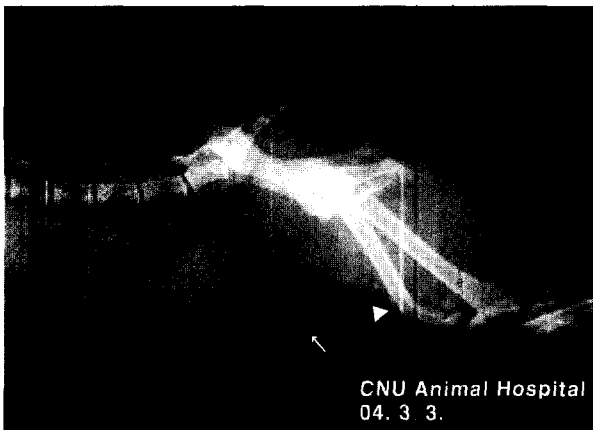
A right lateral abdominal radiograph was shown that 3 calculi existed at the caudal aspect of the *os penis* (arrow head) and 5 calculi were seen near the proximal *os penis* (arrow).
